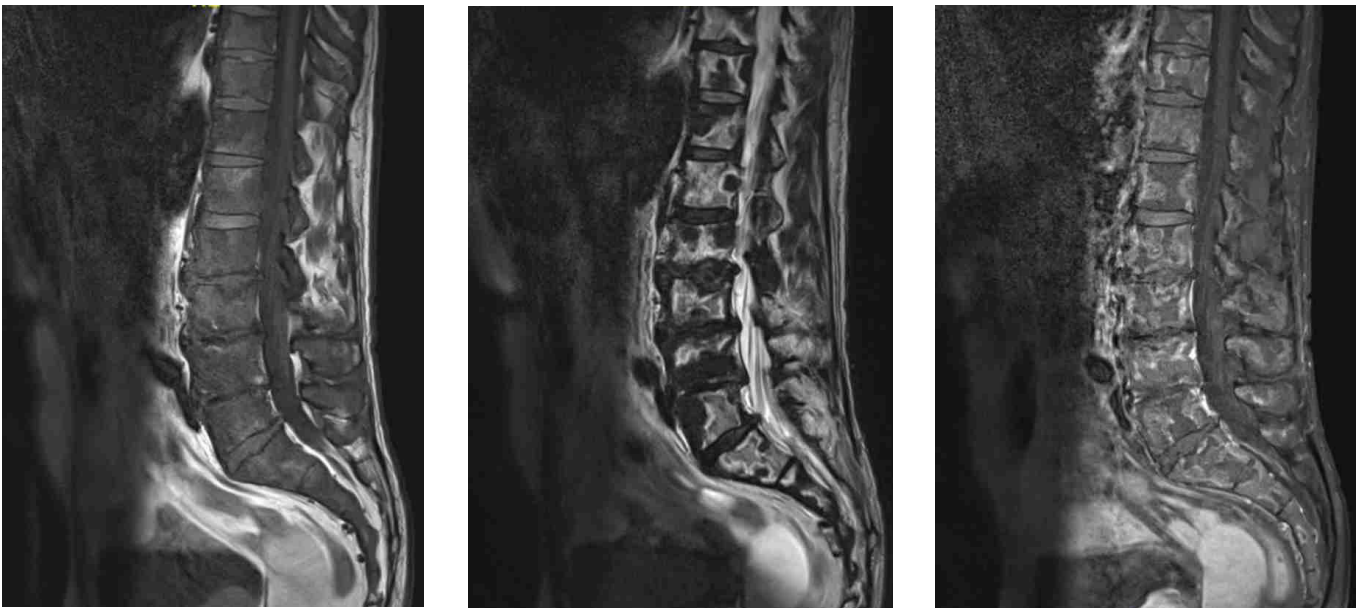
Cas n°13. Lymphome non Hodgkinien. IRM en séquence T1, T2 et T1 après injection de gadolinium. L'IRM du rachis en séquence T2 3 mois auparavant ne montrait pas d'infarctus osseux.
